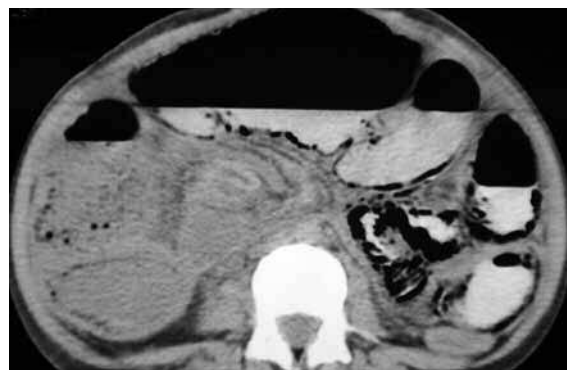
Aire mesentérico. TC que muestra imágenes aéreas dentro de los vasos mesentéricos intestinales.
